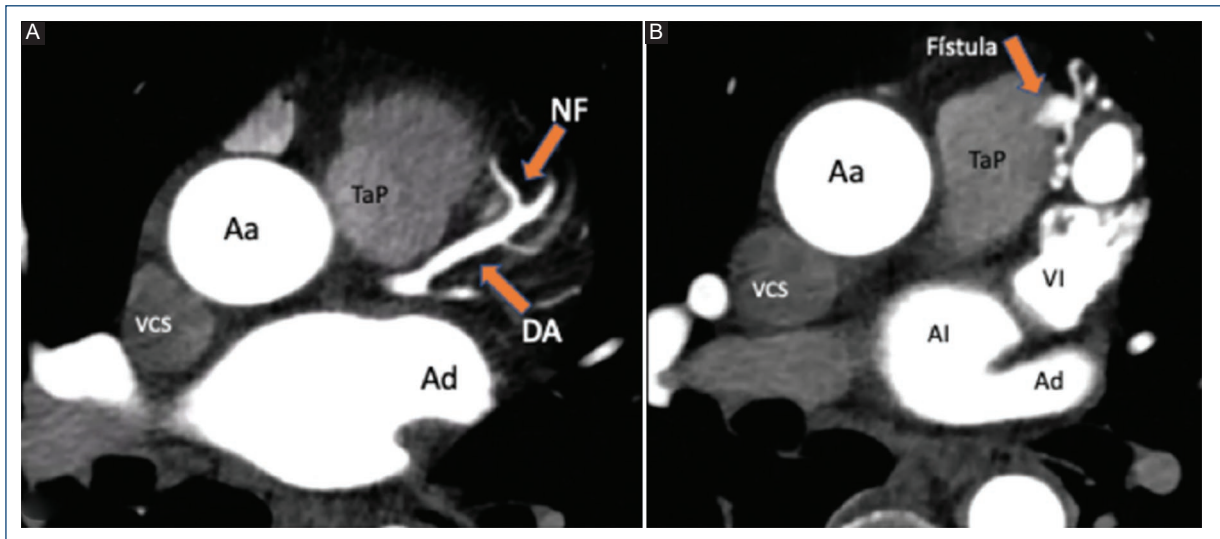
Angiografía por tomografía computarizada coronaria en la que se observa el trayecto de la fístula coronario-pulmonar. A: corte axial que muestra el nacimiento de la fístula en la descendente anterior. B: corte axial donde se señala el punto de unión de la fístula de la descendente anterior al tronco de la arteria pulmonar. Aa: aorta ascendente; Ad: aorta descendente; Al: aurícula izquierda; DA: descendente anterior; NF: nacimiento de la fístula; TaP: tronco de la arteria pulmonar; VCS: vena cava superior; VI: ventrículo izquierdo.
